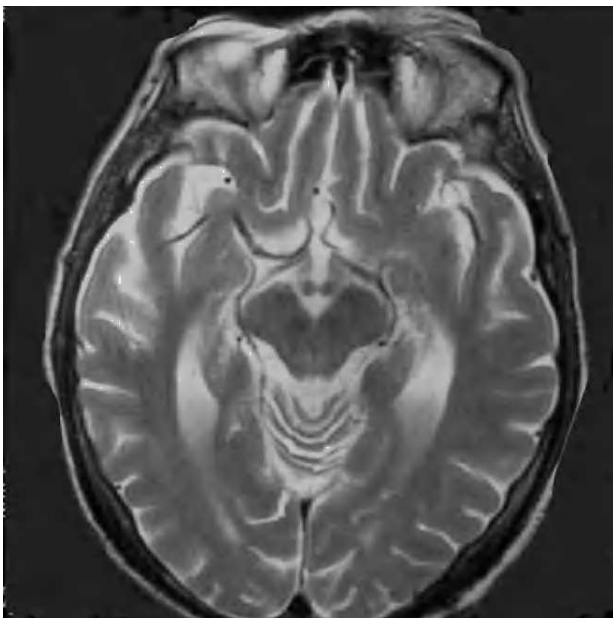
Resonancia magnética cerebral en la que se muestra triángulo en el centropontino.
